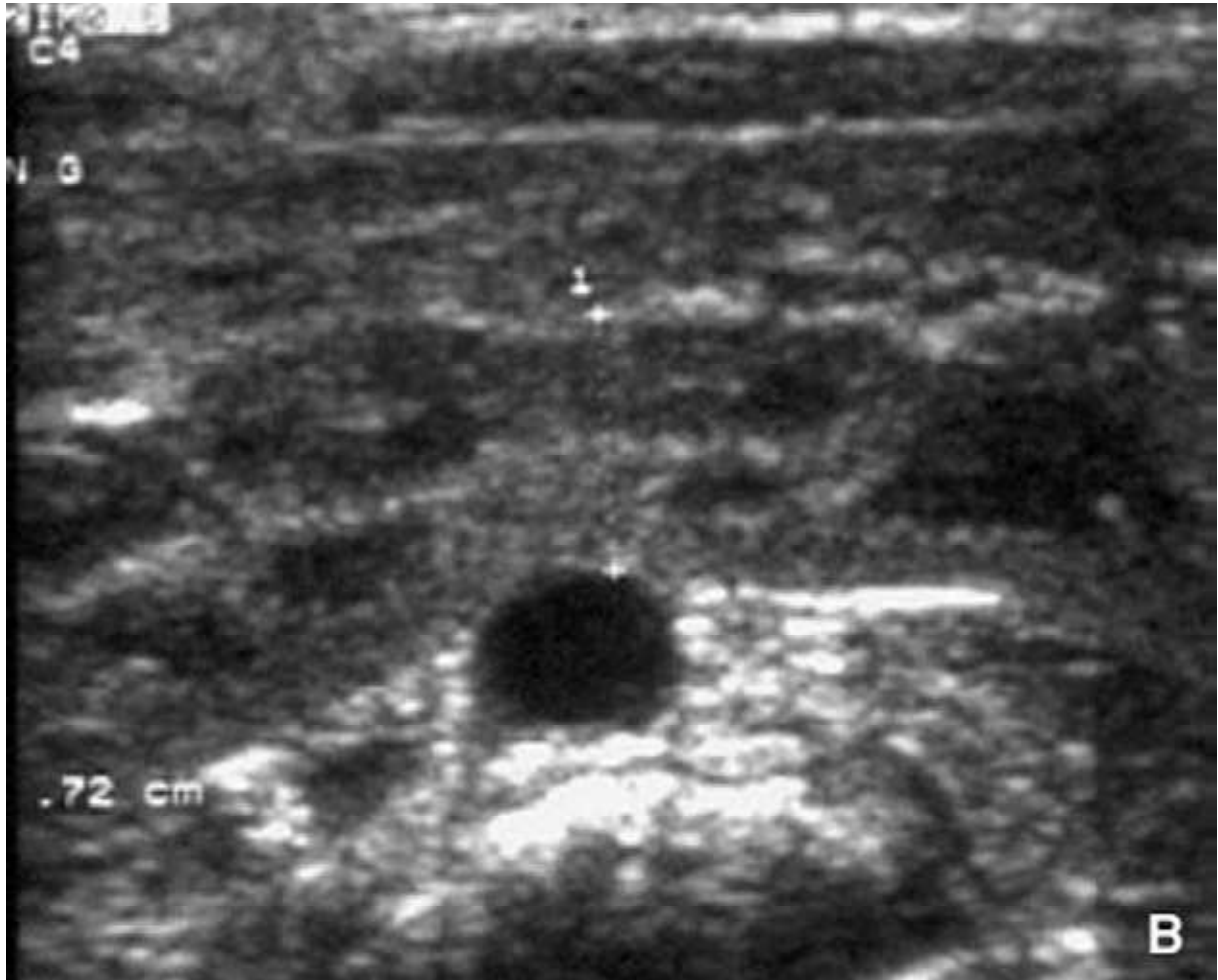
Aspect échographique : sur la coupe transversale médioabdominale, le pont parenchymateux qui unit les deux pôles inférieurs est bien visible devant les gros vaisseaux rétropéritonéaux.
